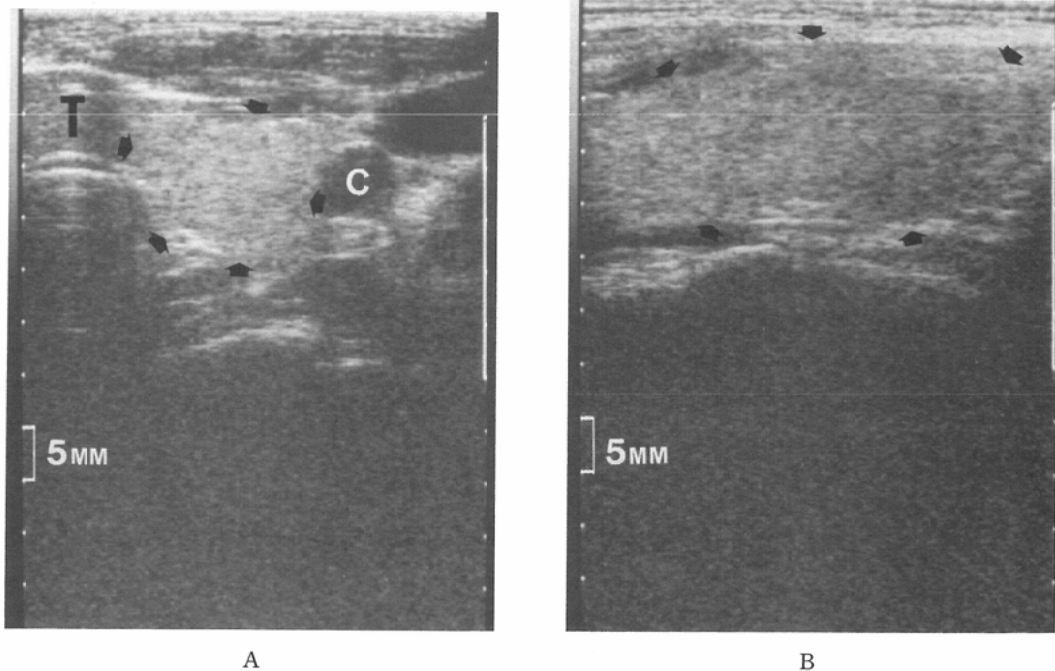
15 year-old girl with Graves' disease treated with antithyroid drugs for 3 years. Serum T3, T4, Free T4, and TSH were normal in level in one-week before ultrasound. The thyroid gland (arrow heads) shows homogeneous echo pattern. A) transverse scan, B) sagittal scan. T; trachea, C; common carotid artery.
